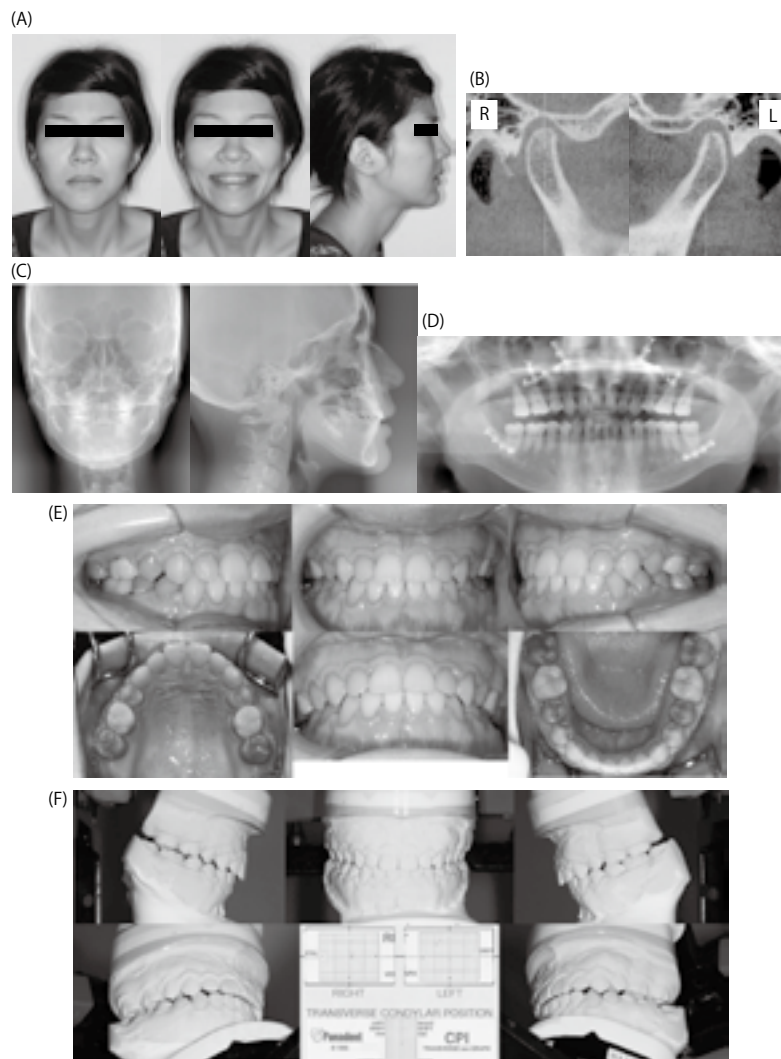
動的矯正治療終了時の資料 (23 歳 4 か月) (A). 顔画像；(B). 顎関節部の CT 画像；(C). 正面位および側面位セファロ画像；(D). パノラマ X 線画像；(E). 口腔画像；(F). 中心位でマウントした口腔模型ならびに CPI 画像
